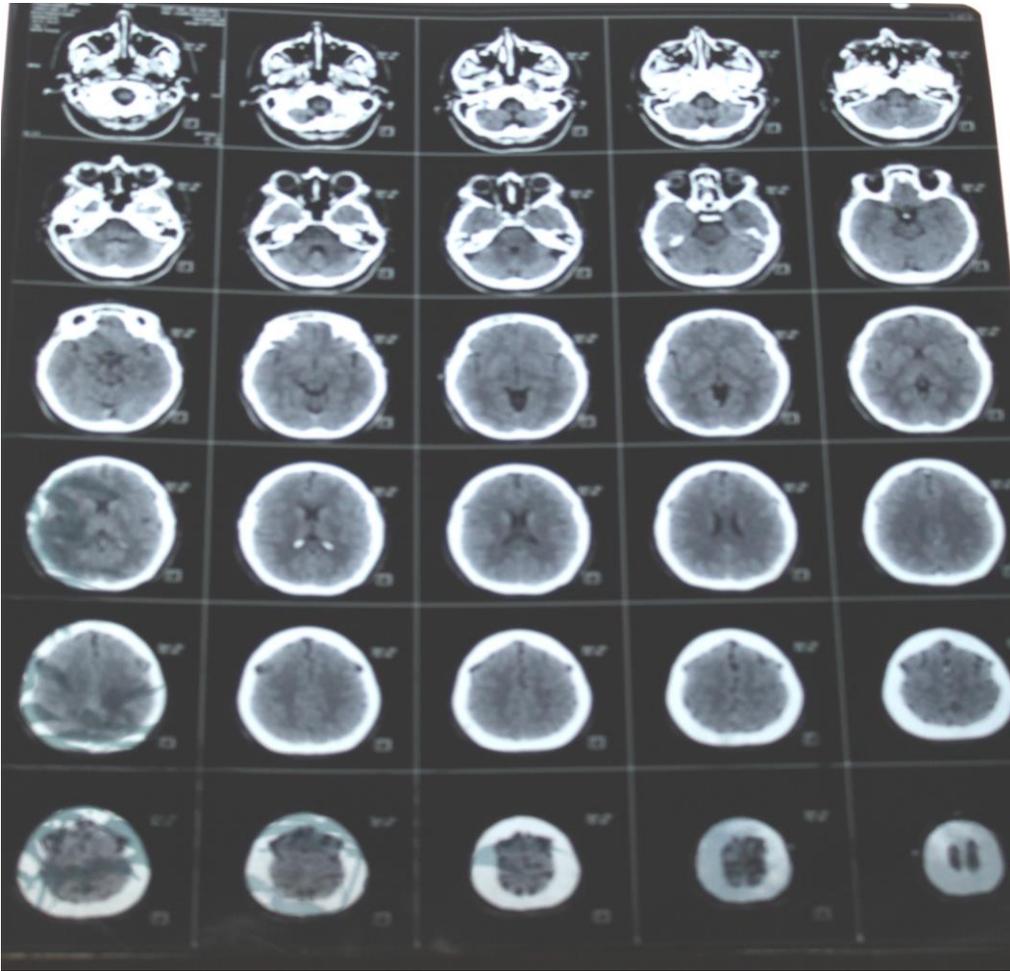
TAC de la misma paciente del INNN que se menciona en las figuras anteriores; en este estudio de TAC es posible observar epilepsia en la región frontotemporal derecha.⁴³
